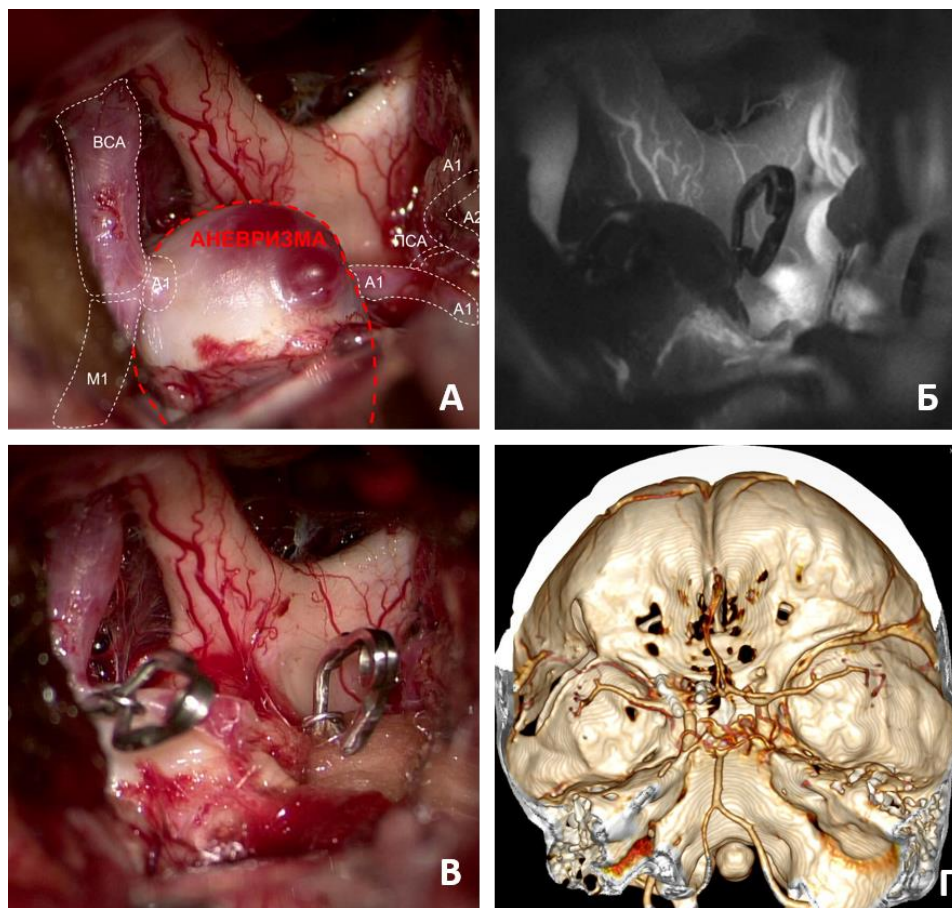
Треппинг крупной прекоммуникантной аневризмы. А – интраоперационное фото, выделены А1 и А2 сегменты обеих ПМА, ПСА, ВСА, М1 сегмент левой СМА, аневризма (красным пунктиром); Б – флуоресцентная видеоангиография на фоне временного треппинга аневризмы; В – стационарный треппинг аневризмы; Г – контрольная КТ-ангиография
